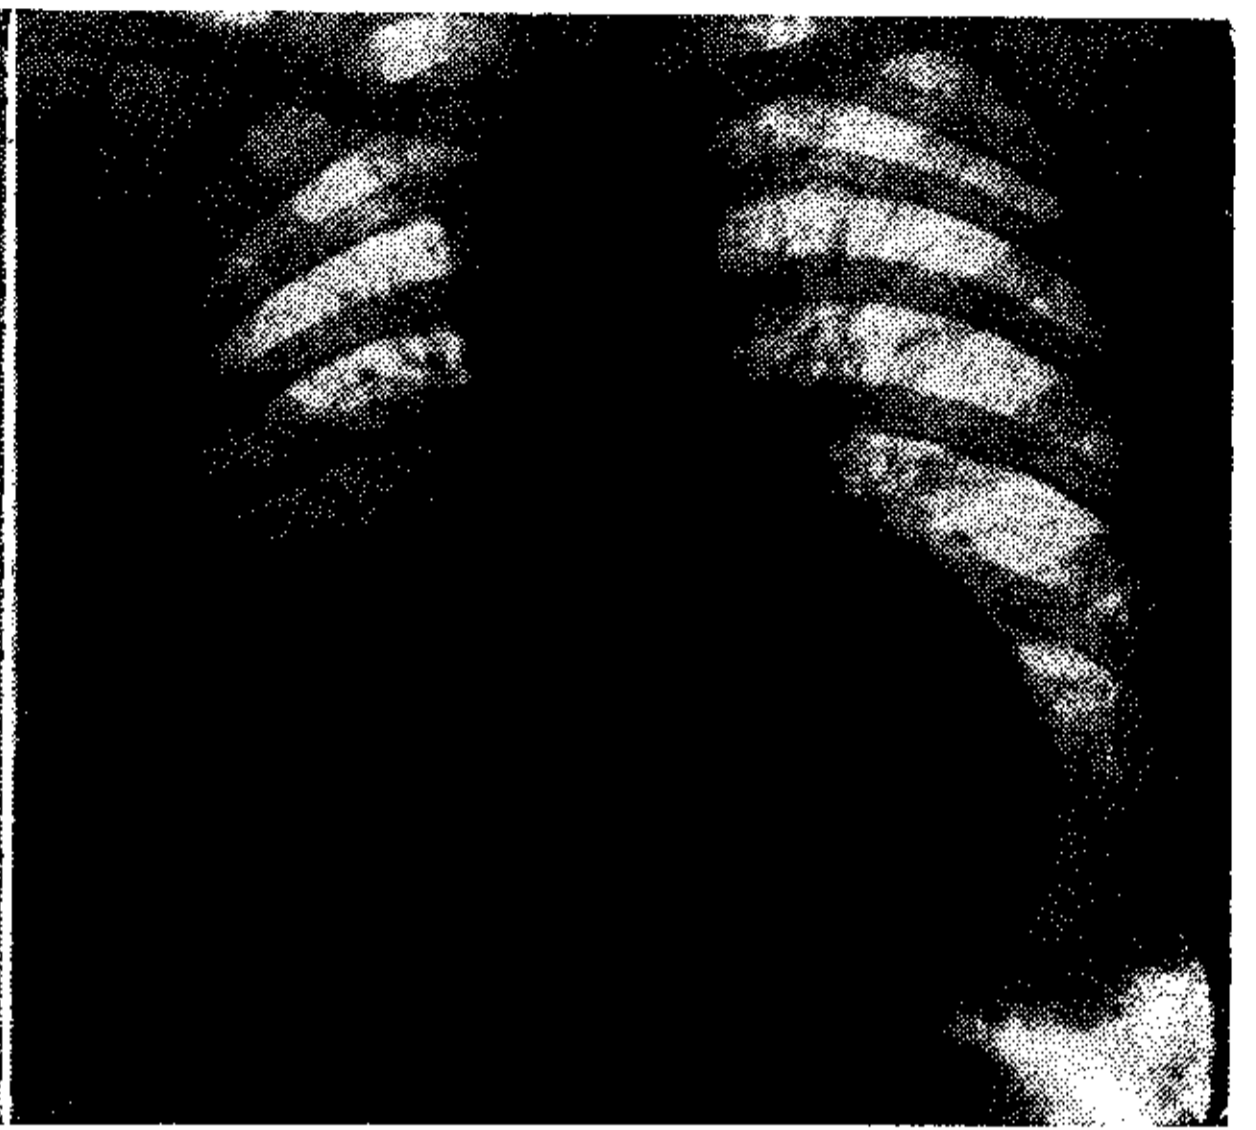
Radiografía sacada 1 año antes de la operación.
